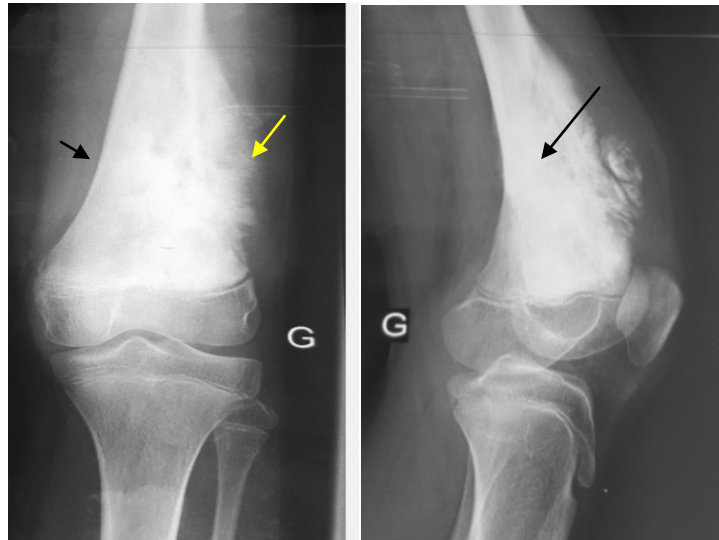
Une radiographie de face et profil. Ostéosarcome de type chondroblastique métaphyso-diaphysaire de l'extrémité supérieure du fémur ostéocondensante (flèche noire) avec rupture de la corticale et réaction périostée en feu d'herbe (flèche jaune), chez une fille de 13 ans.
